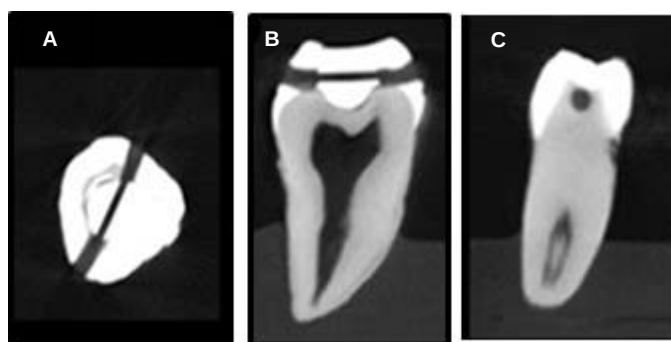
Imagens de Tomografia Computadorizada com ênfase na fibra ótica com os dois sensores no interior da cavidade dentária.
